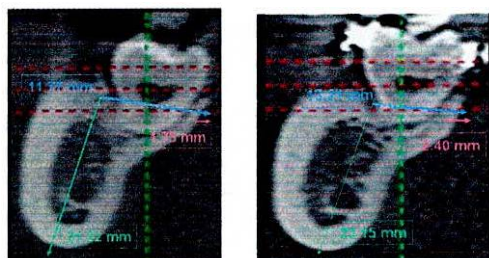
Tomografías inicial y final corte transversal
